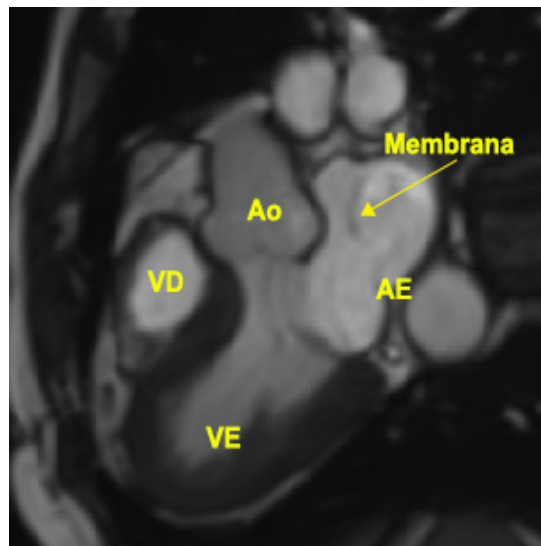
Imagem CINE de ressonância cardíaca em corte de 3 câmaras evidenciando membrana em átrio esquerdo, que subdivide em câmaras anterior e posterior.
